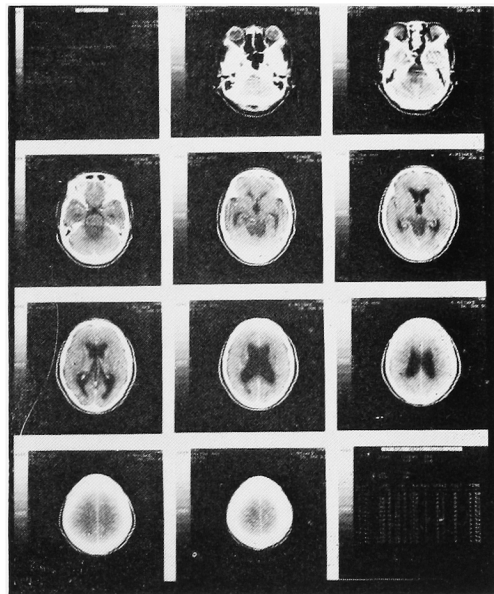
Arachnoid cyst (?) near pineal body and hydrocephalus by brain CT (case 2)
